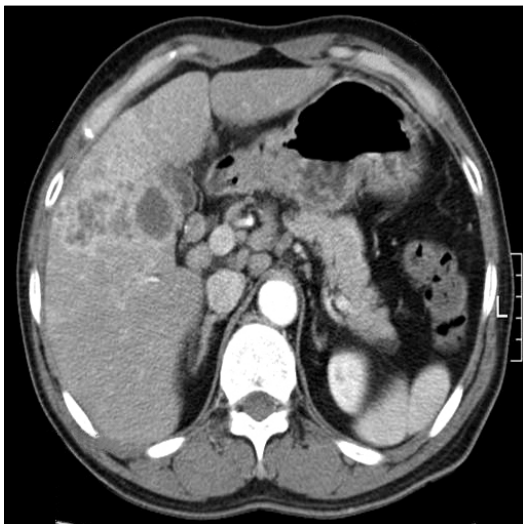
Abdominal CT. A 10×7 cm sized cluster of low attenuation lesion was noted at segment 5 and 8. These lesions have enhancing walls. The surrounding parenchyma showed hyperemia. Multiple lymphadenopathy were noted at hepatoduodenal ligament, portocaval space, and upper paraaortic space.
